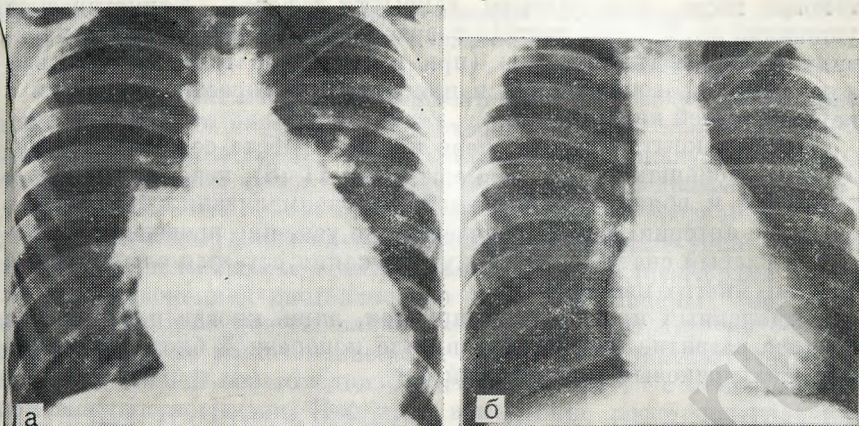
48. Рентгенограмма грудной клетки ребенка с дефектом межжелудочковой перегородки (до операции), сопровождающимся большим шунтом слева направо и легочной гипертензией.
